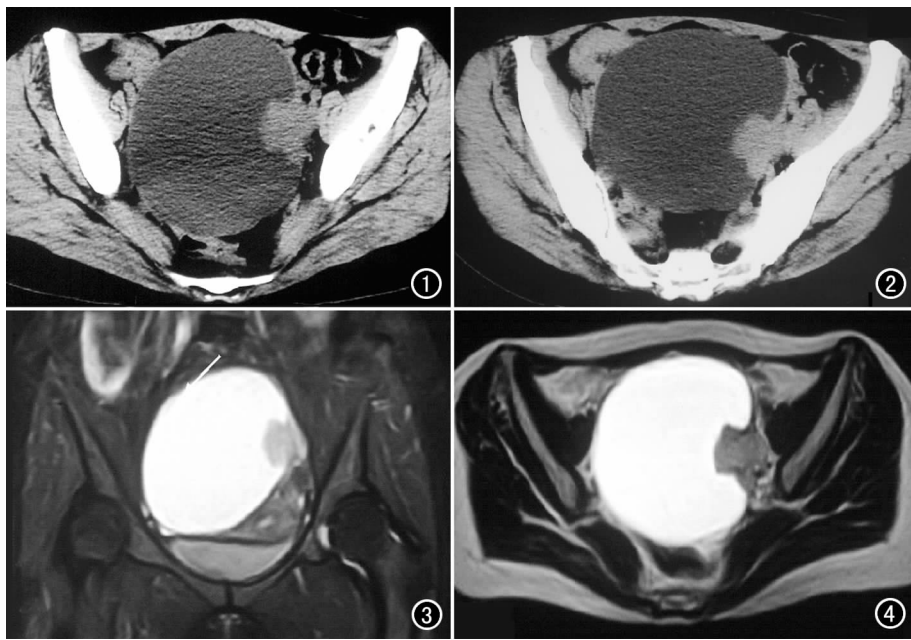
CT 平扫示盆腔内巨大囊实性肿块, 囊壁左侧可见结节。图 2 CT 增强扫描示肿块强化不明显。图 3 冠状面 FSE 压脂图像示子宫右侧巨大囊实性肿块, 向下、向左推挤膀胱和子宫。图 4 横断面 FSE T₂WI 示盆腔巨大囊实性肿块。
